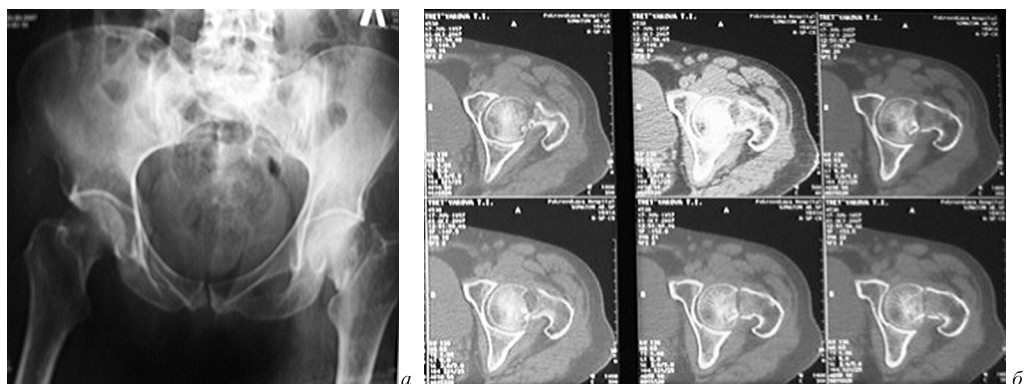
Радиологическое обследование б-ной Т. до операции: а — рентгенологическое — выявлен медиальный перелом шейки левой бедренной кости; б — КТ — уточнен субкапитальный характер перелома.
